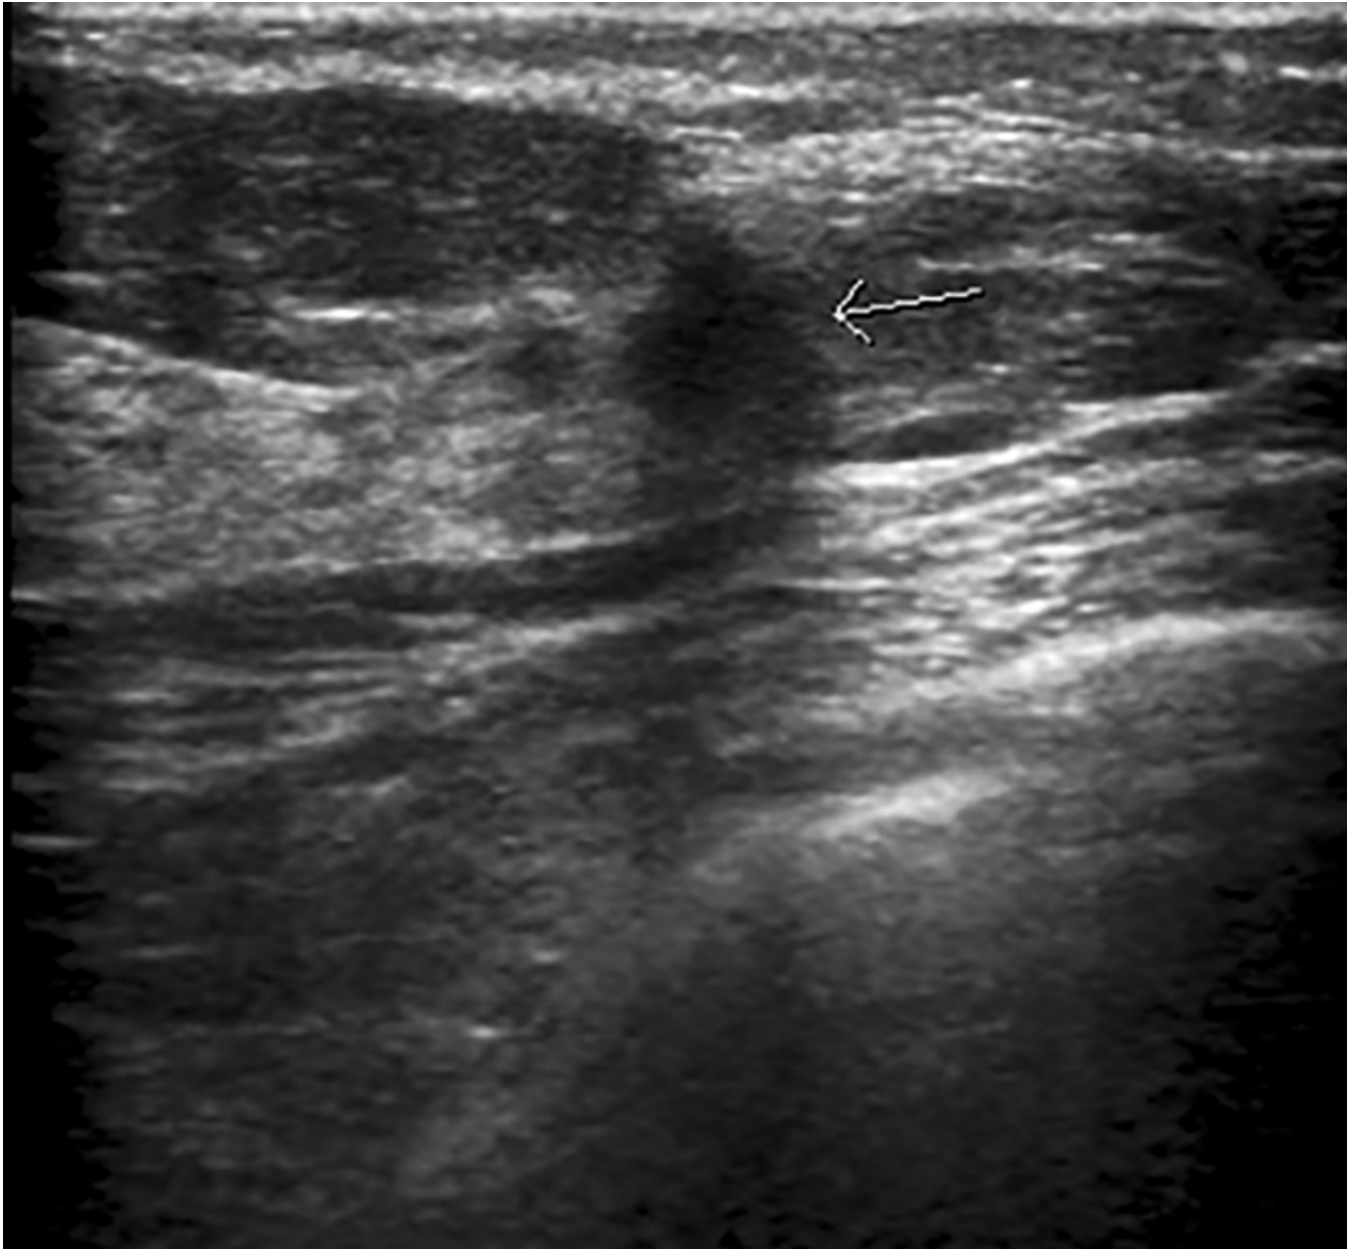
En la ecografía complementaria se objetiva una sombra acústica con morfología irregular y bordes angulares, que resulta sospechosa de malignidad. Diagnóstico: PASH.
